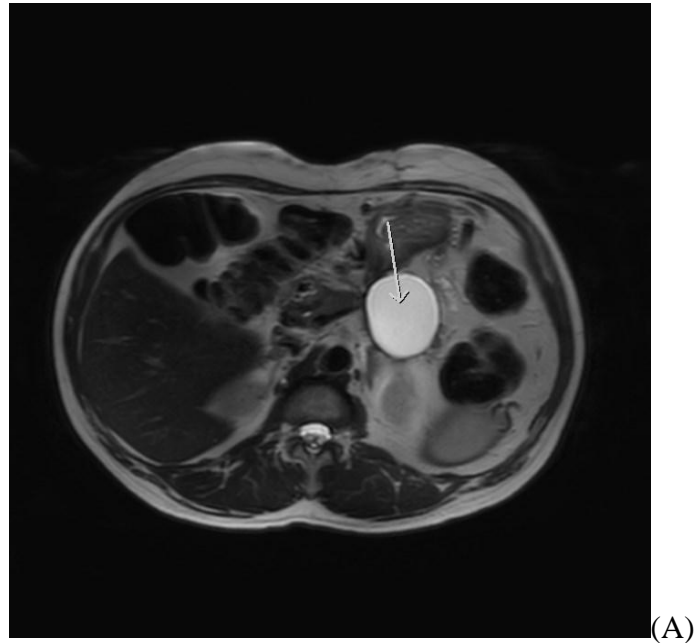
28.3b: RM na sequência ponderada em T2 nos planos axial (em A) e coronal (em B), em paciente com pancreatite intersticial edematosa há mais de 4 semanas, demonstra formação cística adjacente ao pâncreas, com conteúdo homogêneo, sem debris e de paredes bem definidas, compatível com pseudocisto.
